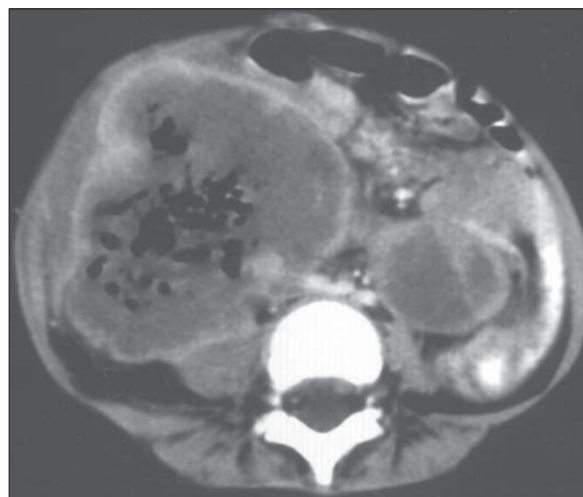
Limfom cecal. Secțiune axială CT. Peretele cecului foarte mult îngroșat.
